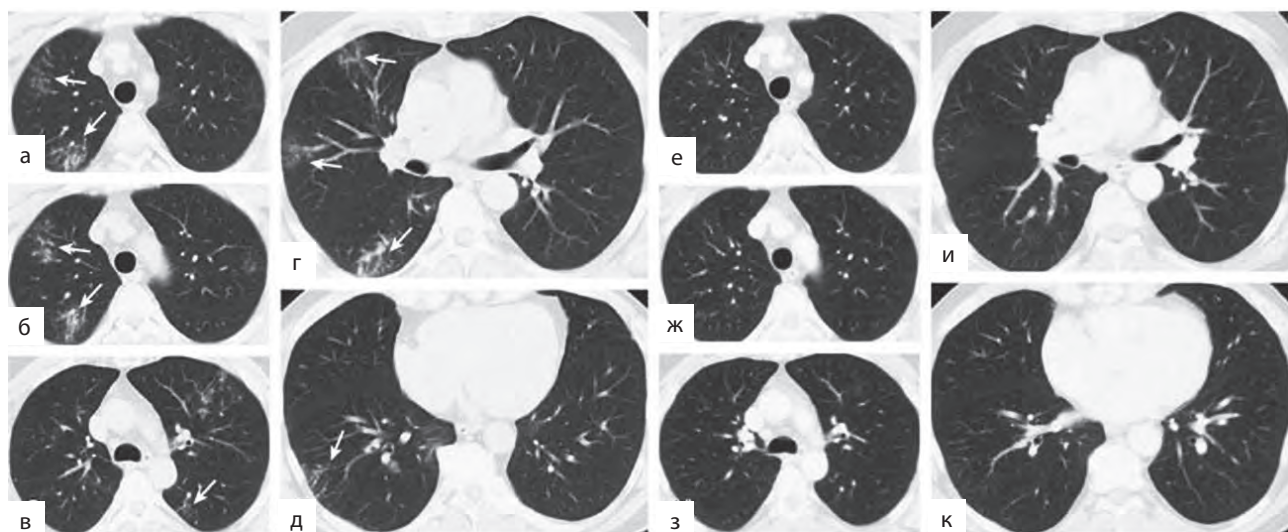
Интерферон-индуцированная саркоидная реакция: а–д — компьютерные томограммы грудной клетки пациента с почечно-клеточным раком — мультифокальные, двусторонние, очаговые узелки (стрелки), расположенные вдоль сосудов и бронхов, характерные для саркоидоза. Инфекционной этиологии не было обнаружено; е–к — компьютерные томограммы грудной клетки после отмены интерферона альфа — разрешение мелких узелков [12]
